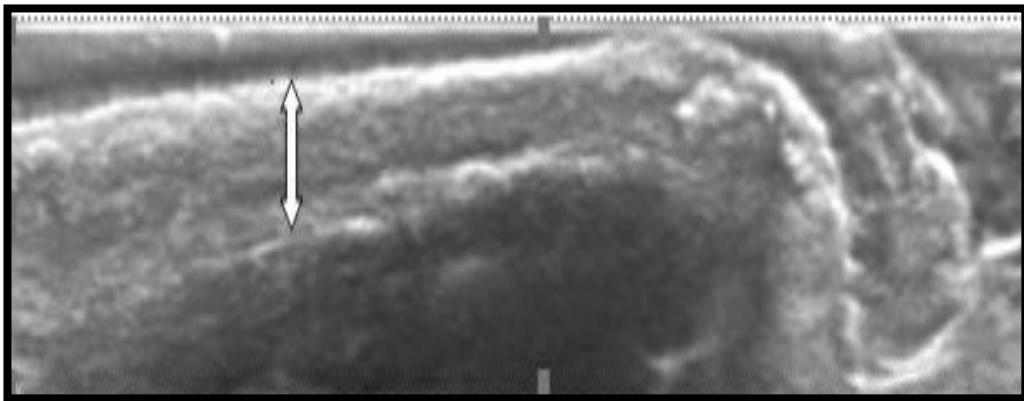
Caso 76. Ecografía, corte sagital de cortical de cúbito con sonda de 15mhz.
